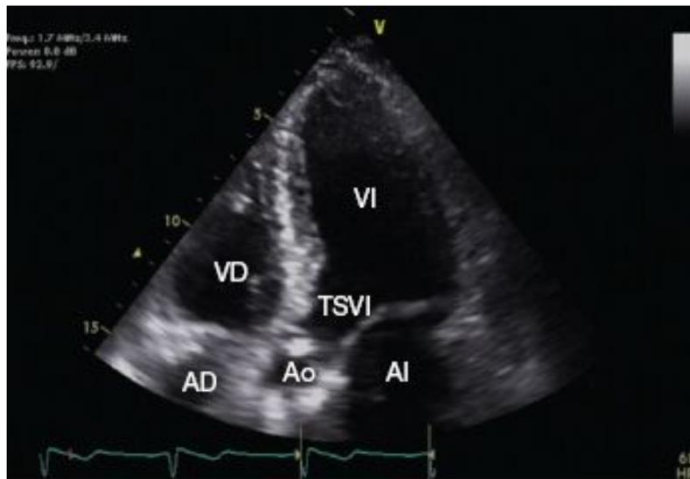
Vista apical de cinco cámaras. Fuente: Manual Washington® de Ecocardiografía
